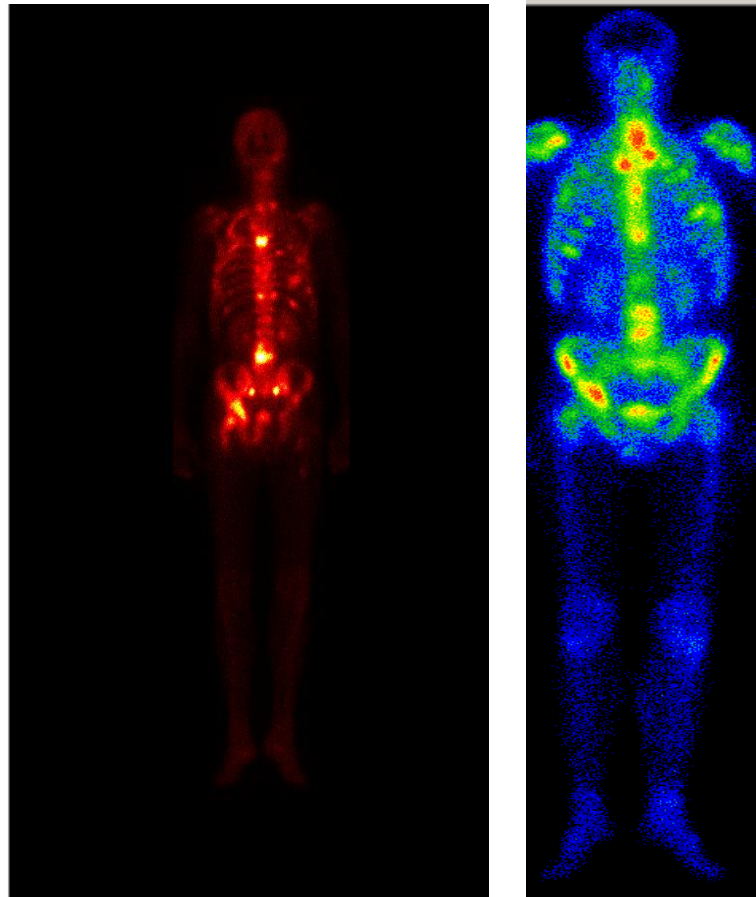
Множественные метастазы в костях из НПО (остеосцинтиграфия с ^{99}Tc)
